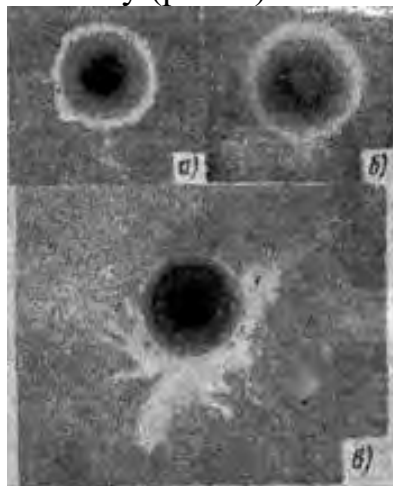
Рентгенограми зварних точок: а – з внутрішніми тріщинами; б – з частковим непроваром; в – з внутрішнім виплеском;
